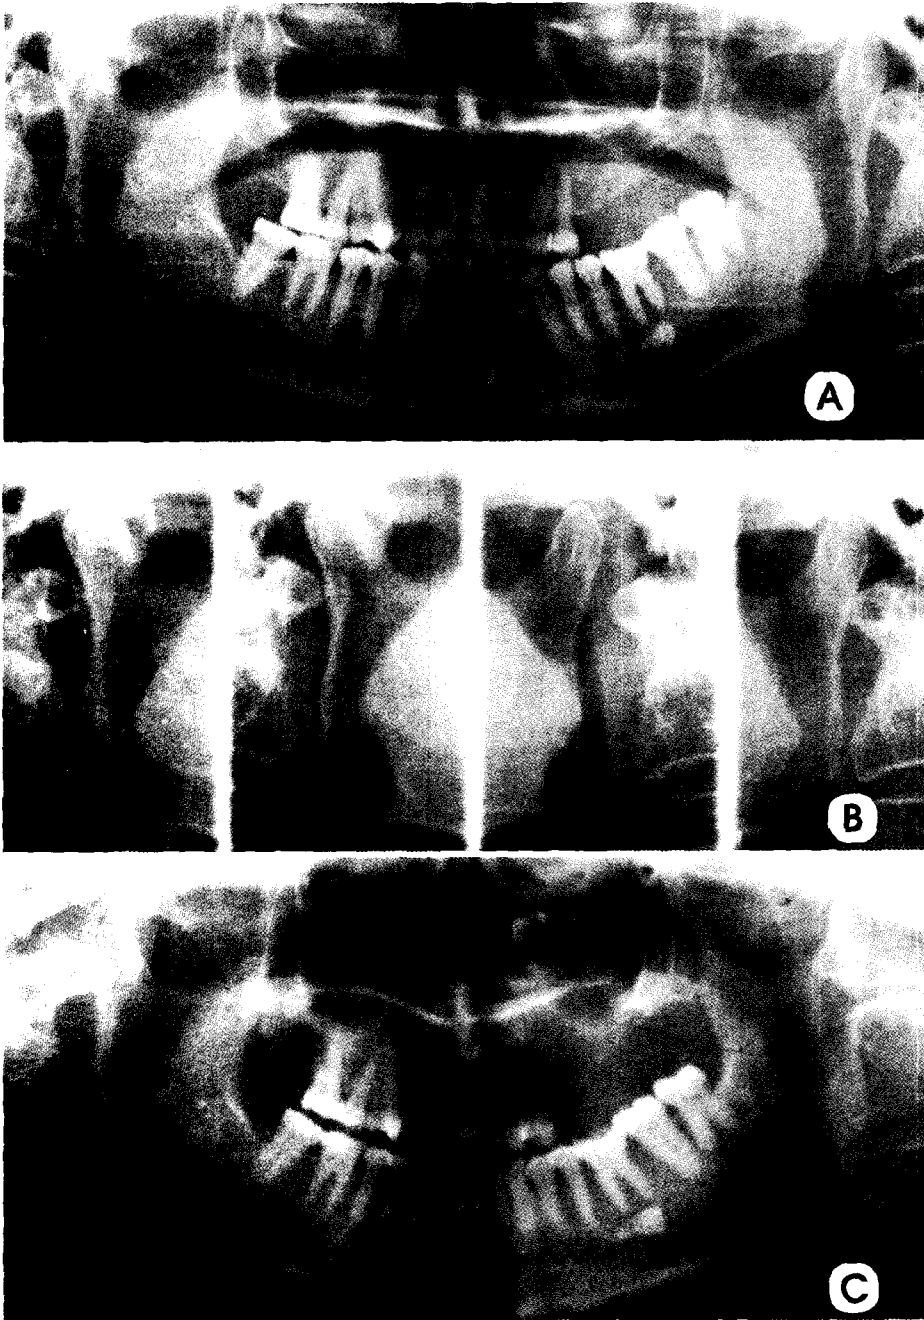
A, B. Right condylar enlargement and reduction of joint space can be seen. C. No specific finding of right TMJ can be seen on the radiograph taken 5 years ago.
